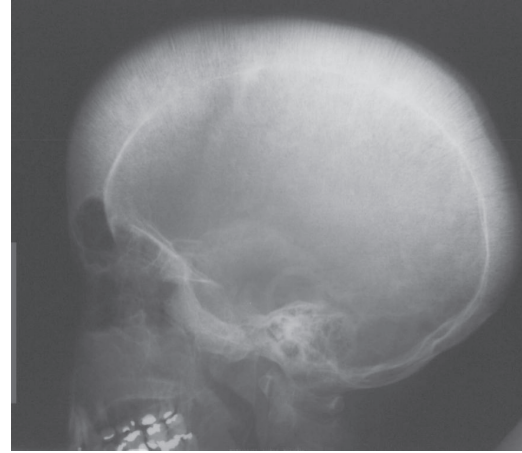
Radiografia de crânio de paciente com talassemia, homozigótica, mostrando o alargamento de díploe consequente à hiperplasia crônica de medula óssea.
